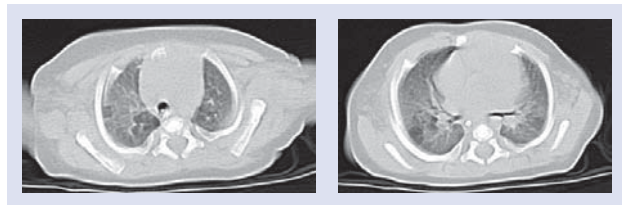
Компьютерная томограмма грудной клетки ребенка с синдромом Вильсона—Микити. Возраст 59 сут.
